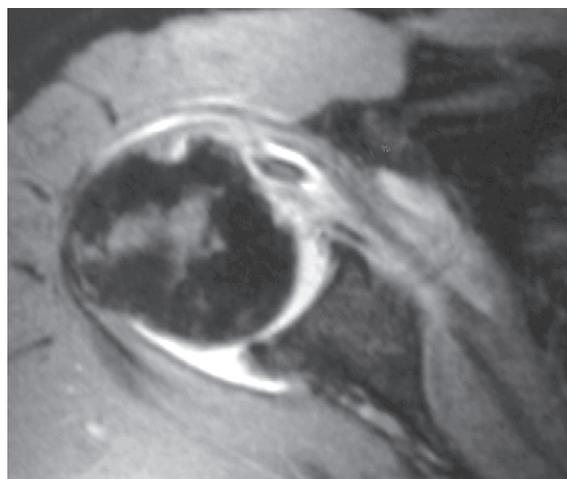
Ressonância magnética mostrando em corte axial a lesão do manguito rotador com o tendão bicipital luxado medialmente.
